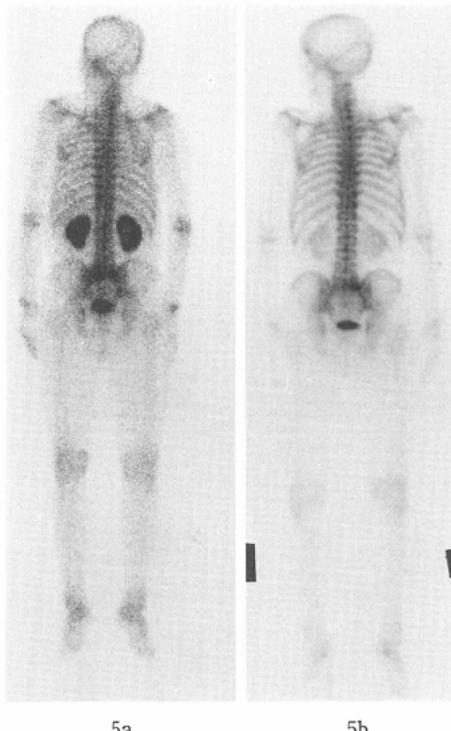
72-year-old male with lung cancer. The first bone scintigraphy performed 5 days after administration of 250mg of CDDP, and noted as "hot kidneys" (a). The second bone scintigraphy was performed about 10 months later, and it shows normal renal accumulation of the agent (b).
